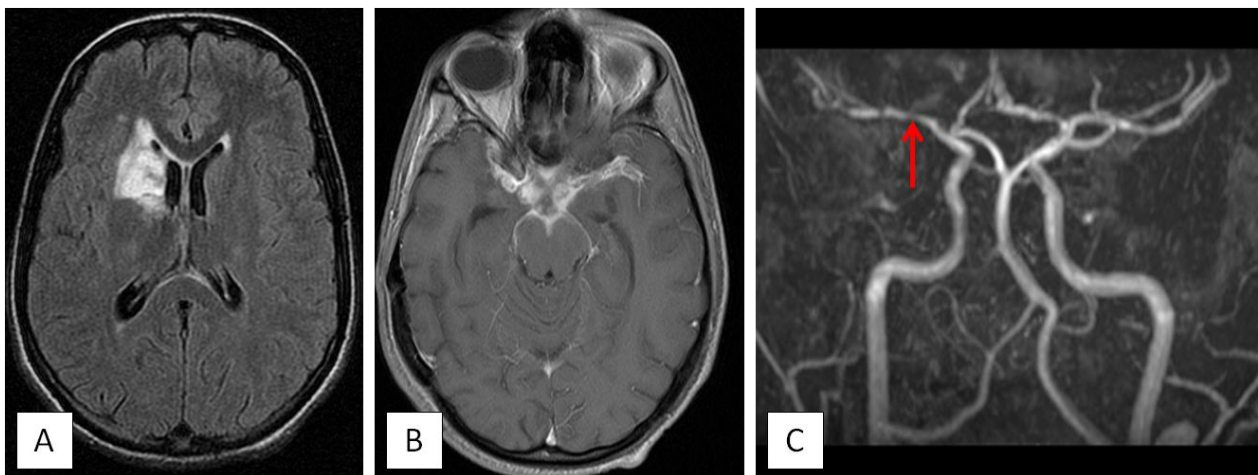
L'IRM cérébrale met en évidence un rehaussement leptoméningée de la base (B) résultant en une sténose du segment M1 de l'artère sylvienne droite (C) avec plage d'ischémie lenticulo-capsulo-caudé homolatérale (territoire sylvien profond : A).
